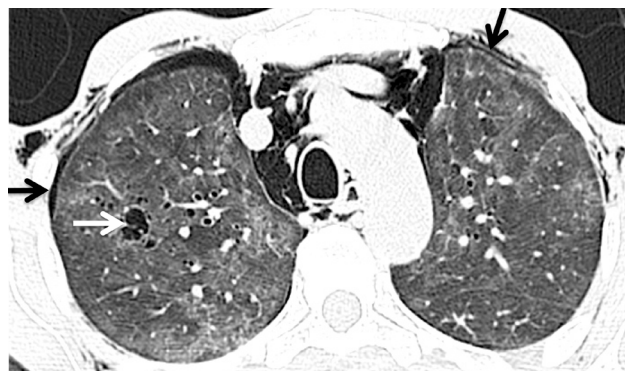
TC torácico, imagem axial, janela pulmonar.
